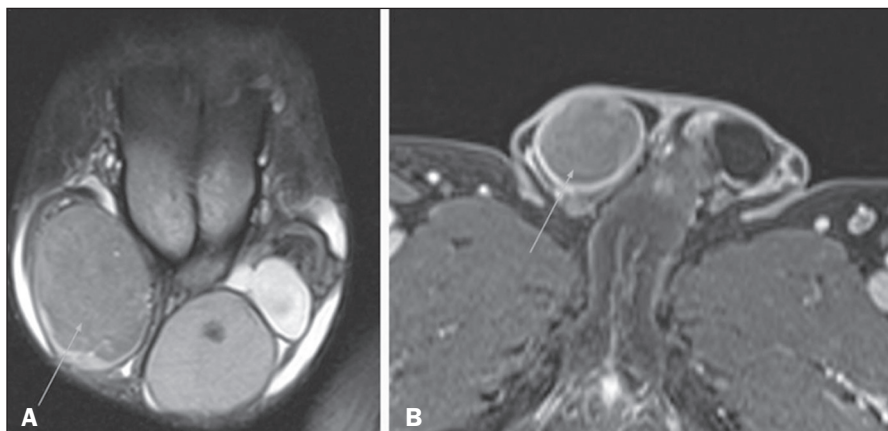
Linfoma testicular. Imagens de RM ponderadas em T2 com supressão de gordura (A), em T1 após administração de meio de contraste intravenoso (B) no plano coronal e em difusão (C,D) demonstram lesão expansiva ocupando praticamente todo o parênquima testicular direito, com sinal intermediário em T2 (A), realce heterogêneo pelo meio de contraste intravenoso e acentuada restrição à difusão da água (C,D).
